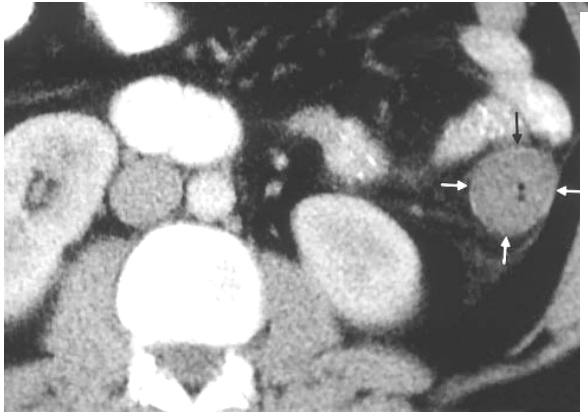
İskemik kolitli hastanın kontrastlı BT görüntülerinde hipoatenüe hedef görüntüsü oluşturmuş kolon duvarı izlenmekte transmural duvar infarktına sekonder perikolik alanda mezenterik çizgilenme, anterior pararenal ve laterokonal fasyada serbest sıvıya ait dansite izlenmekte (ok başları).
